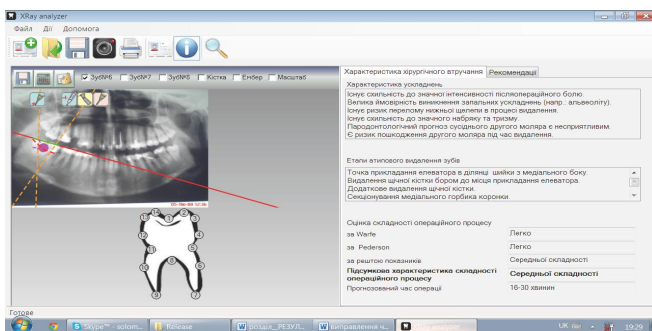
Рекомендації щодо хірургічного втручання після опрацювання програмою Xray analyzer результатів обстеження хворого.
